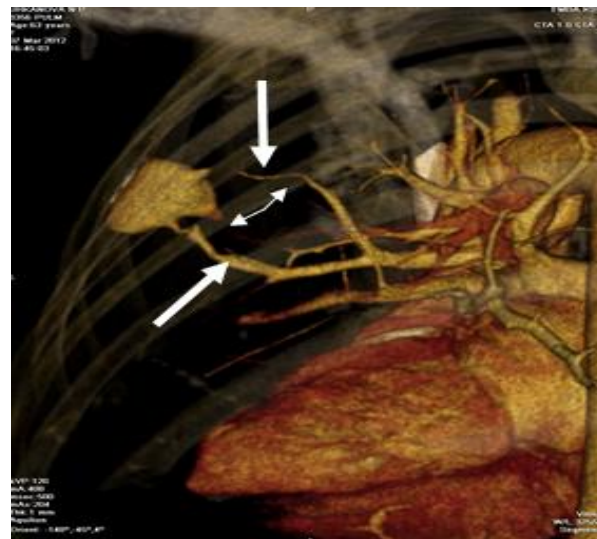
МСКТ органов грудной полости. МIP.
